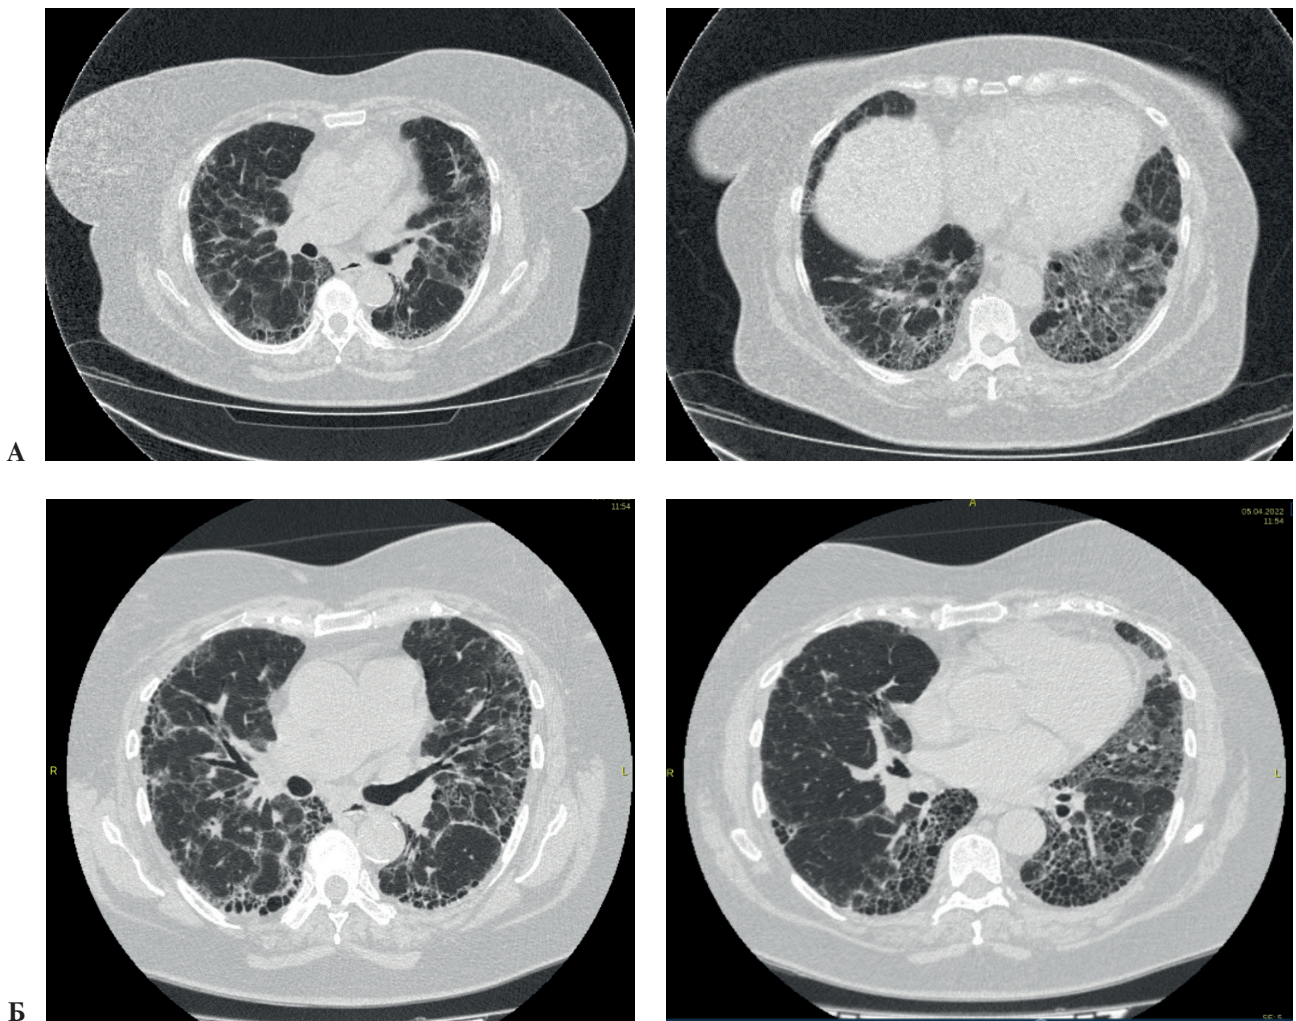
Динамика интерстициальных изменений на КТ ОГК: А – ноябрь 2020, Б – апрель 2022 г.
